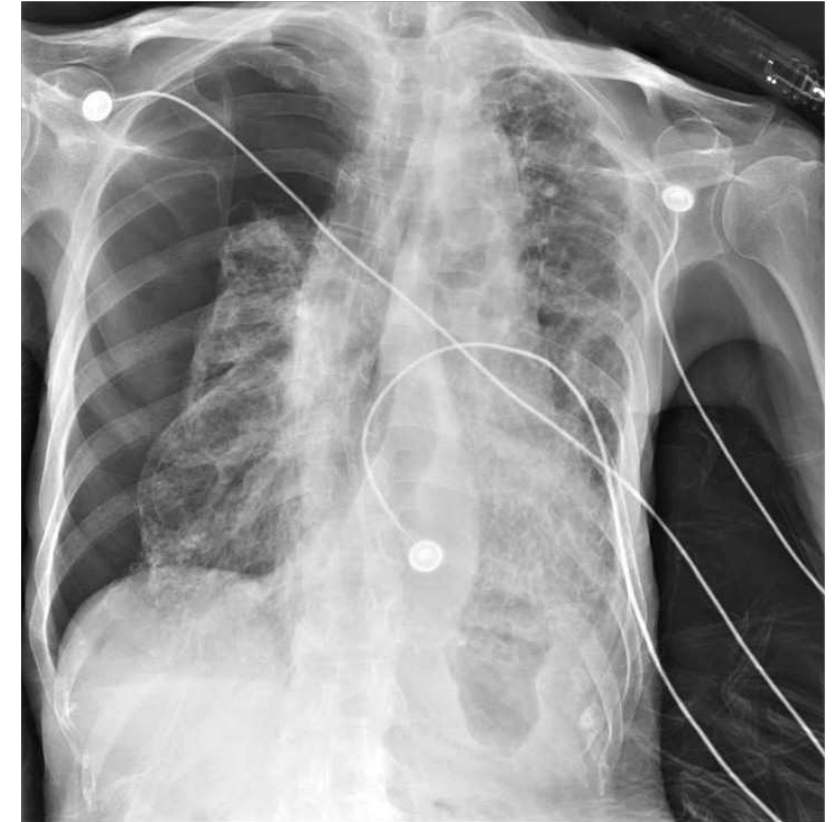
Radiografía de tórax que demuestra neumotórax derecho con línea pleural visible (flechas).
